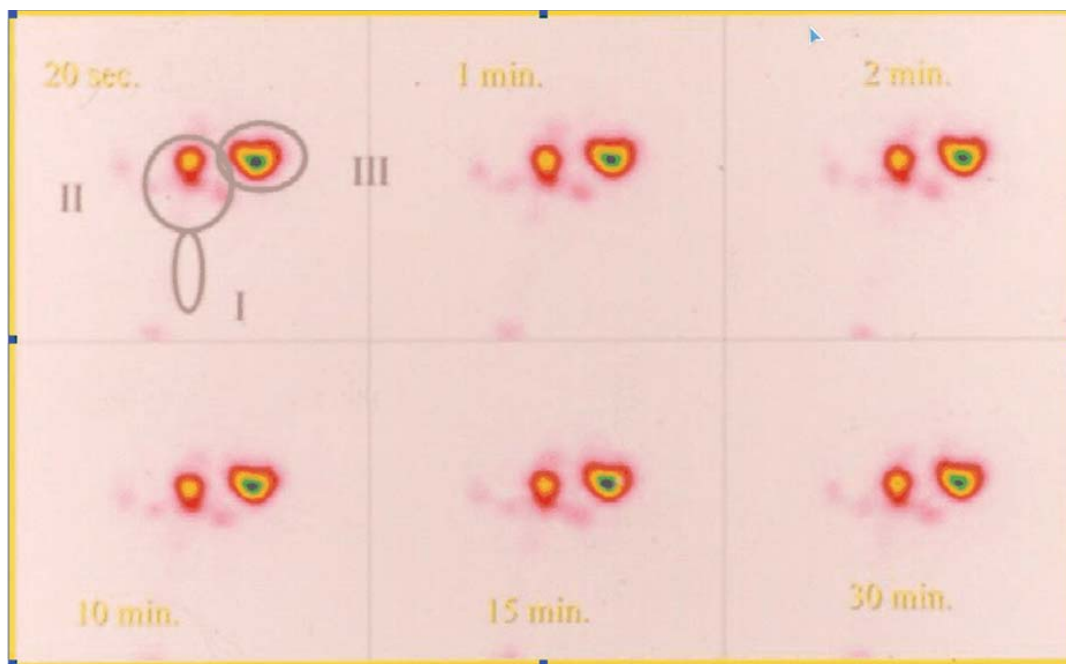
Гістеросальпінгосцинтиграми (зображення руху альбумінових мікрокульок в напрямку до домінантного фолікула).
